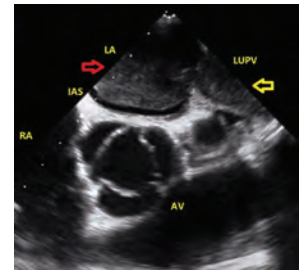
Transesophageal echocardiography short axis view. Yellow arrow indicates the part of the mass which totally obstructed the left upper pulmonary valve (LUPV) and the red arrow shows the left atrial (LA) part of the mass. AV: aortic valve, IAS: inter atrial septum, RA: right atrium.
